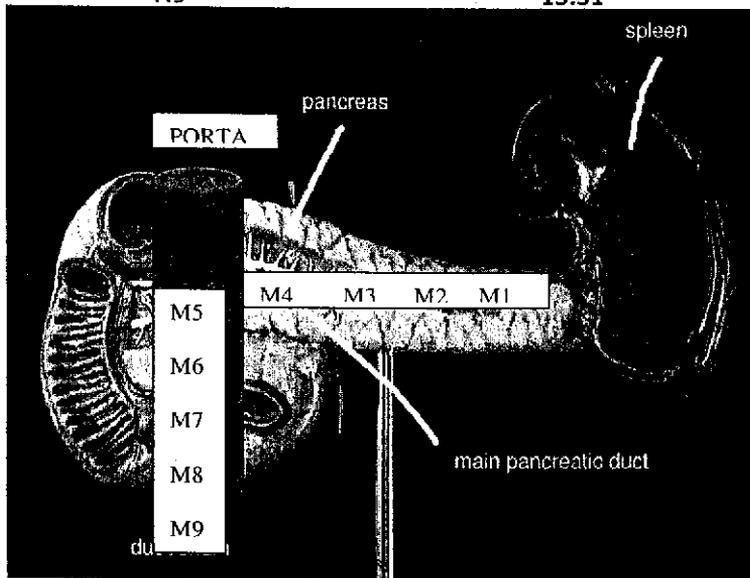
ULTRASONIDO TRASENDOSCÓPICO DE PÁNCREAS
